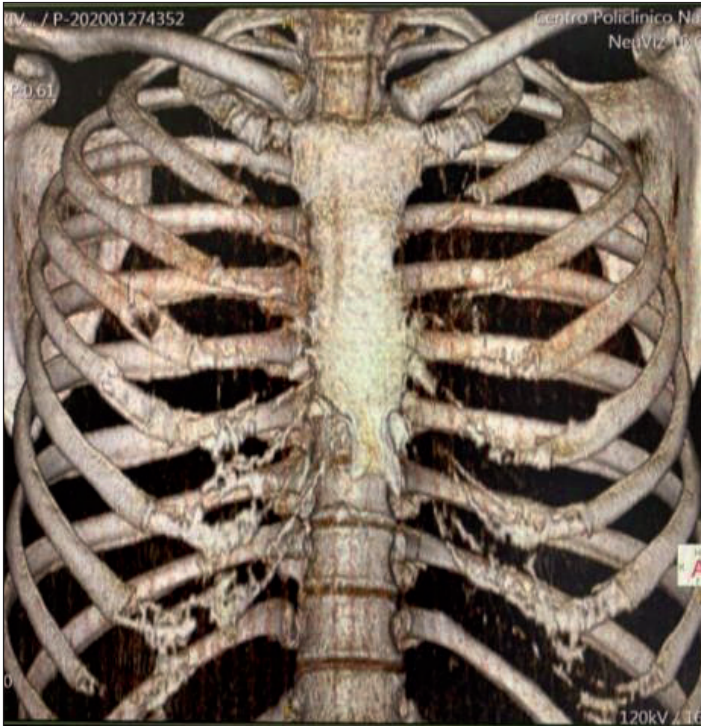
Tomografía de control con reconstrucción digital que evidenció buena recuperación de las lesiones costales a las 5 semanas de la intervención.
